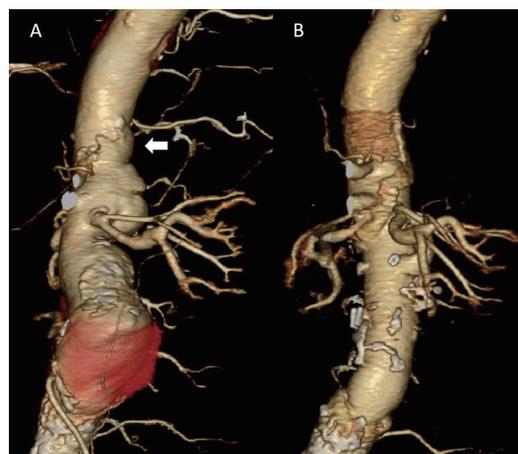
CT-aortogram obtained before and following the second stage
